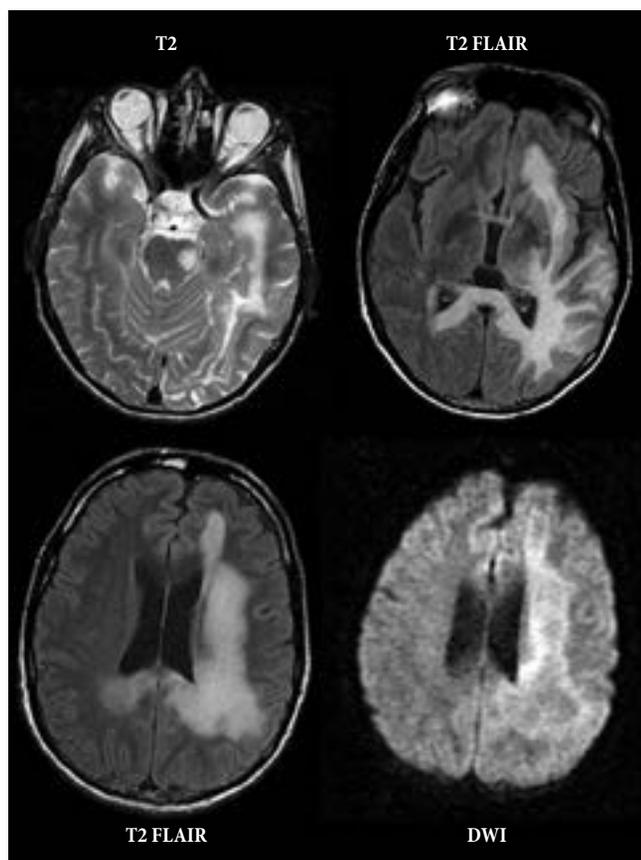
Признаки инфекционного поражения ЦНС при СВИС: сливная зона изменений с краевым снижением диффузии вокруг нее в левом полушарии головного мозга у пациента 36 лет с уровнем CD4-лимфоцитов 4 кл./мкл, не получавшего АРВТ, за несколько недель до смерти. МРТ.
